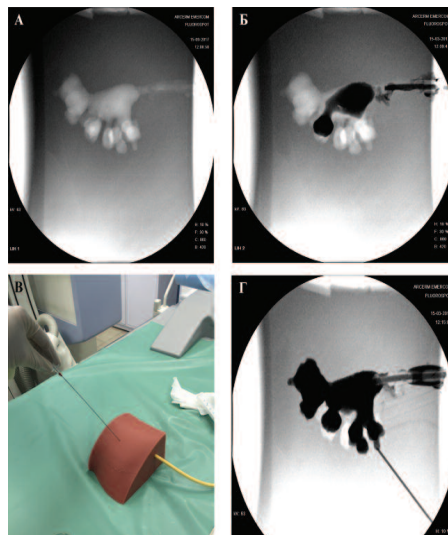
Тренировка перкутанного доступа перед операцией (А - Рентгеноскопия 3D модели ЧЛС почки; Б - Рентгеноскопия с контрастированием полости 3D модели ЧЛС почки; В - отработка пункции полосной системы под рентгенологическим контролем; Г - пункция нижней чашечки 3D модели ЧЛС почки)
